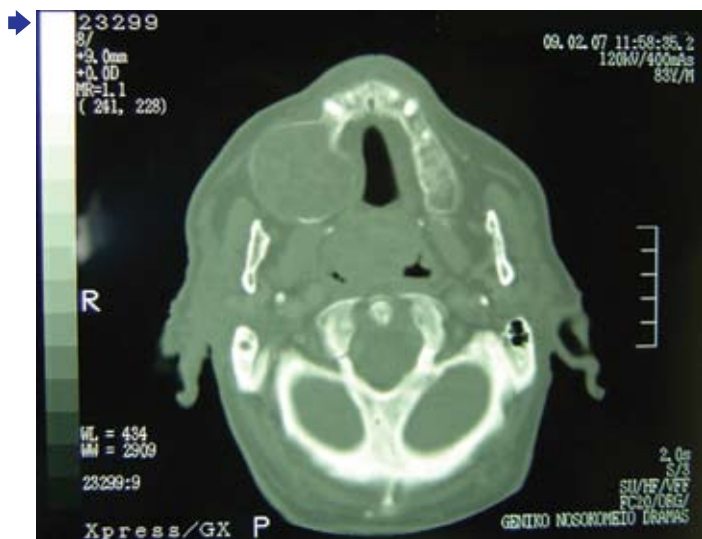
4, 5. CT της περιοχής.
